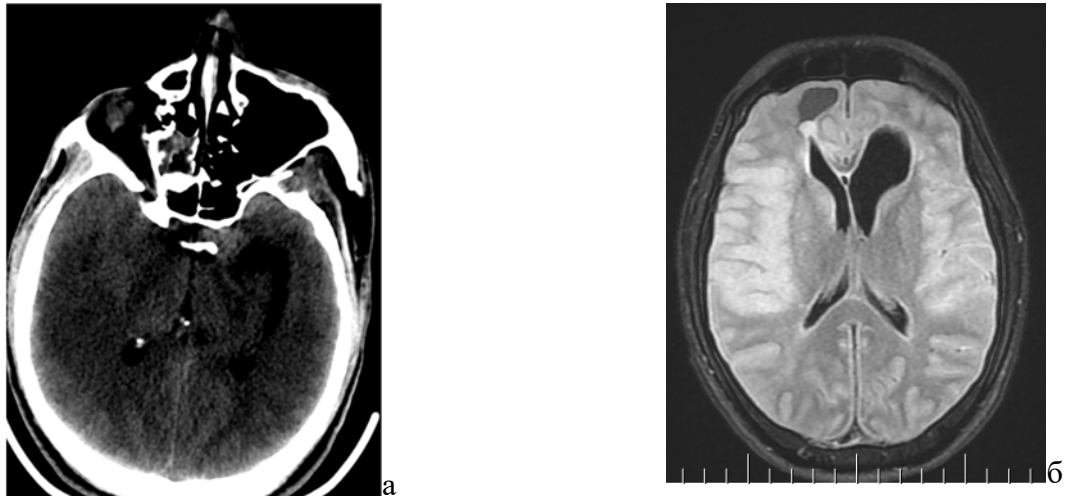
КТ головного мозга, аксиальная проекция: а - диффузный отек головного мозга; б - МРТ головного мозга с контрастом: цитотоксический отек обоих полушарий, по локализации соответствующий бассейнам средних мозговых артерий с двух сторон, правой передней мозговой и частично левой передней мозговой артерий
